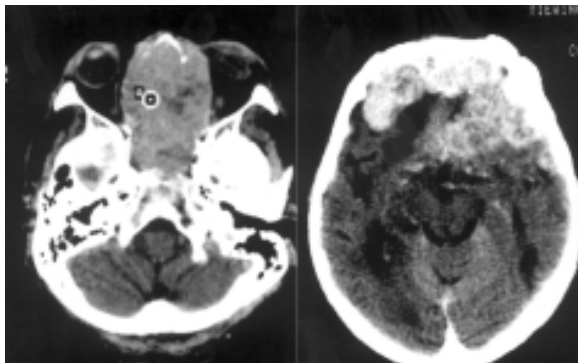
Tomografia computadorizada realizada três meses após a craniotomia. Observa-se grande tumoral bifrontal recidivado com extensão para o interior da região naso-etmoideo-esfenoidal.
